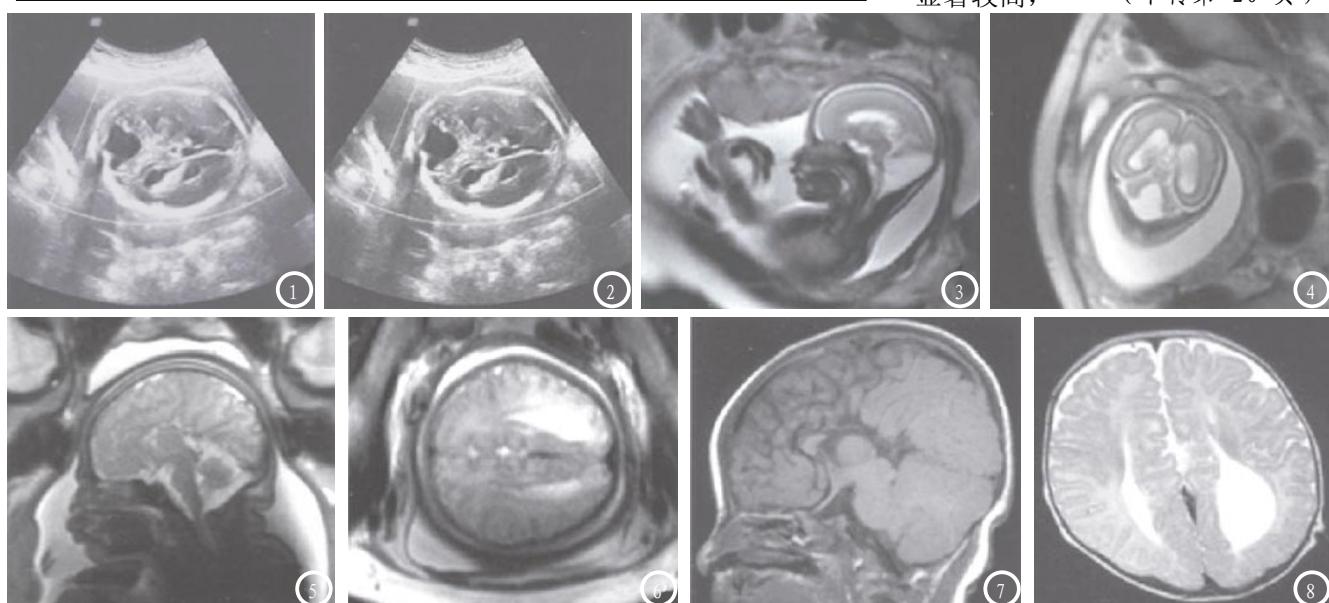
4为一22岁产妇孕周为25周时的影像学特征图像，胎儿最终确诊为Dandy-Walker综合症I型，经图像可见胎儿的小脑蚓部缺失，小脑的半球形态异常，小脑半球体积过小，后颅窝池囊肿，双侧脑室增宽。图1为二维超声检查图像，图2为胎儿脑部的超声横断面图像，图3为MRI检查矢状位图像，显示小脑天幕上移，脑干受压前移，图4为胎儿脑部MRI冠状面成像。图5-8为一26岁产妇孕周为32周时的影像学特征图像，胎儿为胼胝体发育不全，胎儿的透明隔腔消失，侧脑室呈不对称增大，不排除ACC可能。图5-6为胎儿MRI矢状位、冠状位图像，显示胼胝体体、压部缺如，侧脑室呈“泪滴状”扩张；图7-8为生产后MRI复查，同样显示新生儿胼胝体体、压部缺如，侧脑室呈“泪滴状”扩张。
